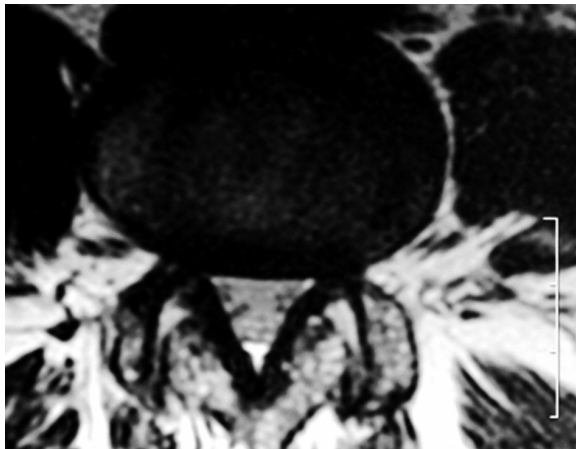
IRM en coupe transversale. Epanchement intra-articulaire inter-apophysaire postérieur en hypersignal T2.
